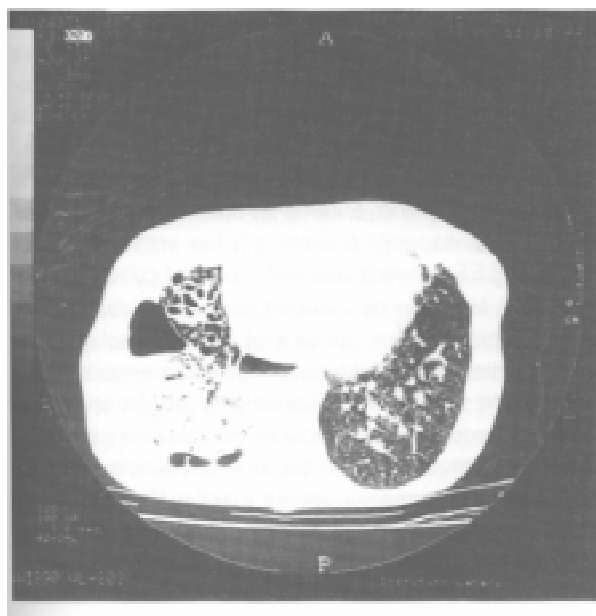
TAC de tórax; marzo 1998.
